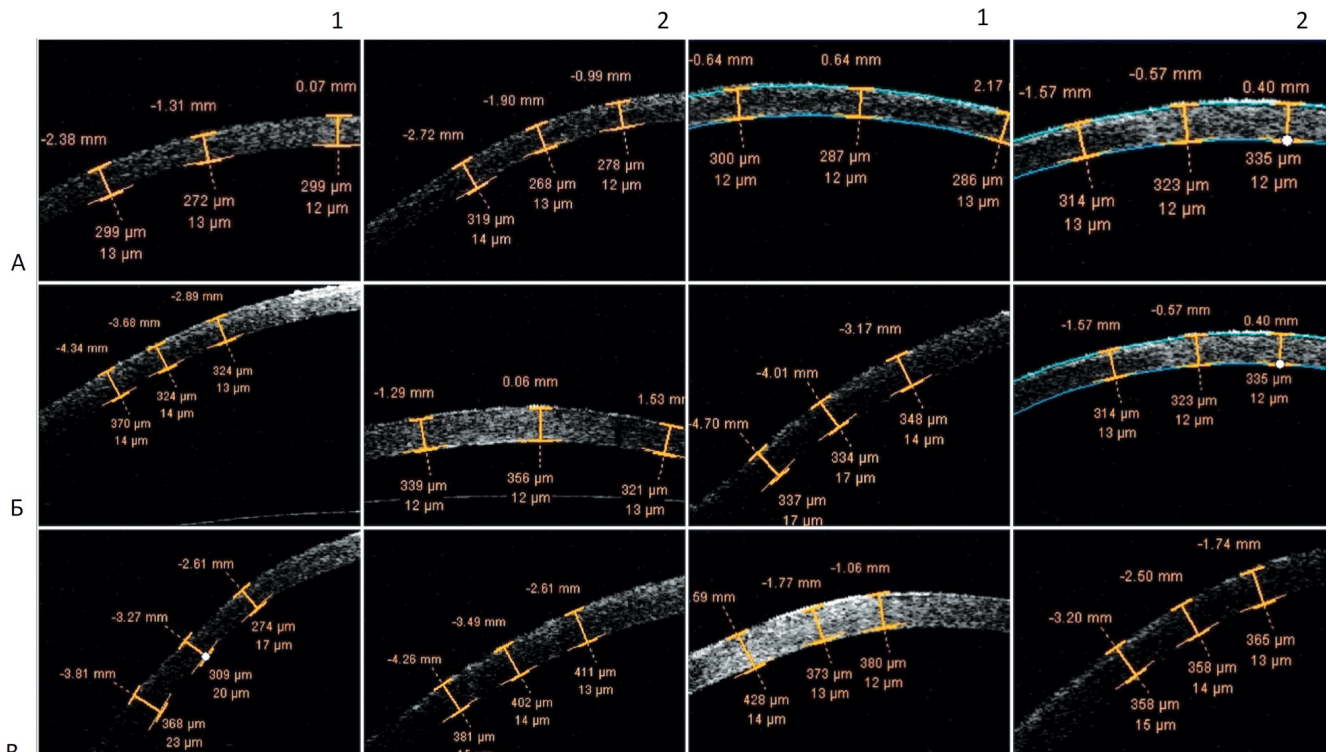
Оптическая когерентная томография роговицы кроликов при инстиляции растворов фотосенсибилизатора: А — Декстралинк, Б — Риболинк, В — Гиполинк. Длительность инстилляций фотосенсибилизатора: 1—30 минут; 2—60 минут
